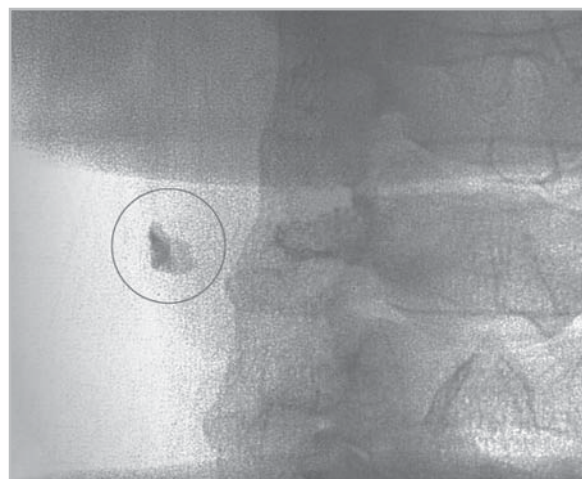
Прицельная рентгенограмма шейного отдела позвоночника на уровне С5. Крупный кальцификат в проекции правой каротиды (кружок).
